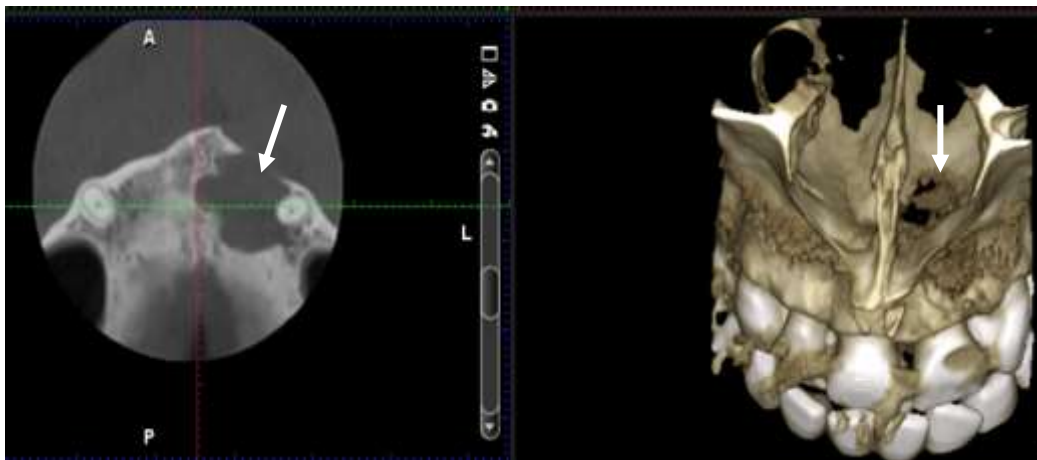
Комп'ютерна томограма верхньої щелепи хворого Б - го, 32 р. (група порівняння). На КТ візуалізується радикулярна кіста верхньої щелепи в ділянці 11,21, 22, 23 зубів, яка проросла в передню частину нижнього носового ходу (показано стрілками)
